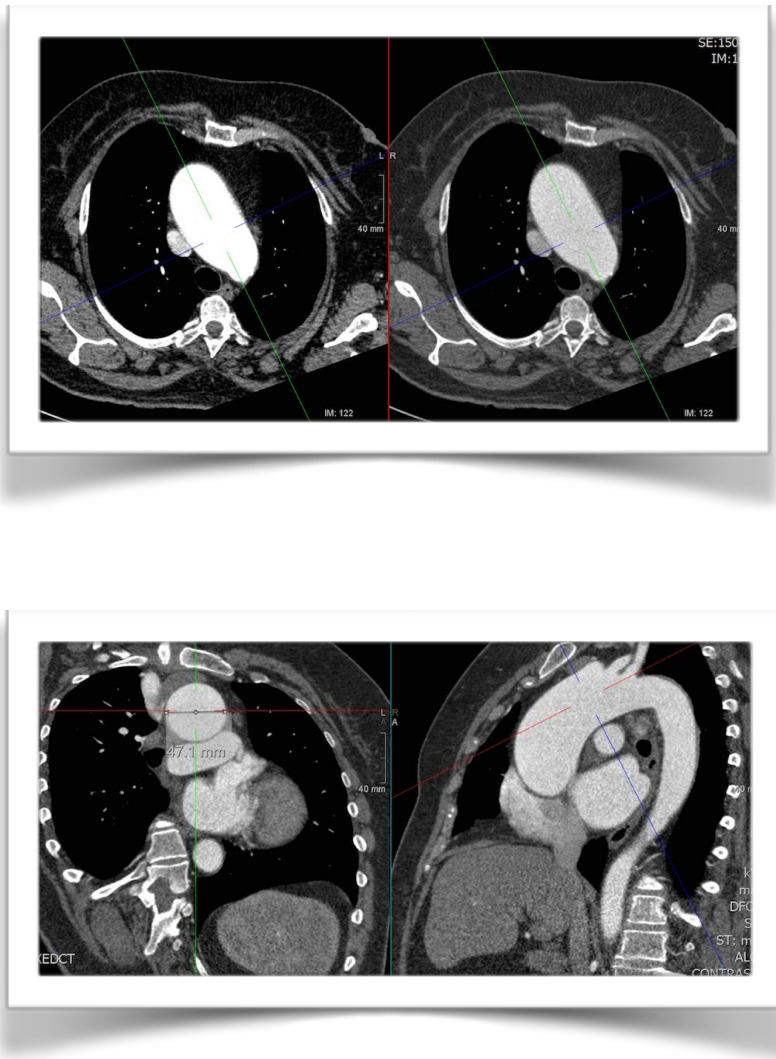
TAC MD. Reconstrucción multiplanar. Medición del arco aórtico.
